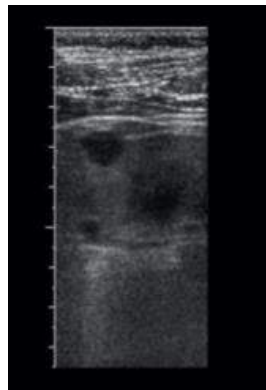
Échographie rénale d'un patient atteint du SJ montrant des kystes corticaux . [121]
